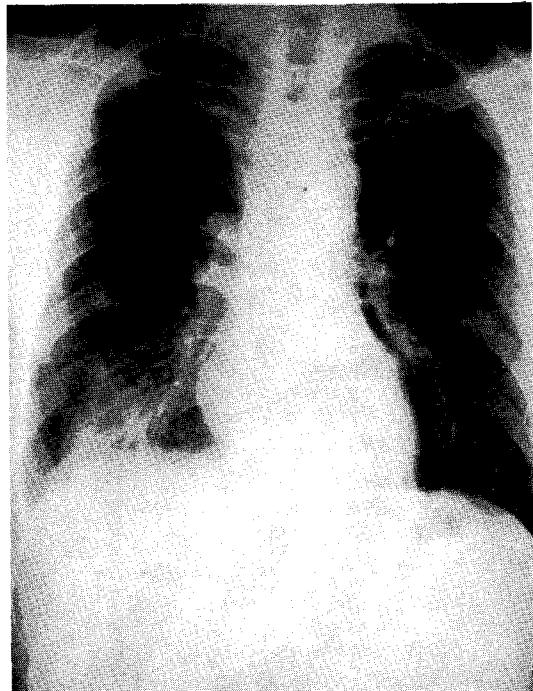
Four month later, chest X-ray showed chronic persistent infiltration on right lower lung field.
